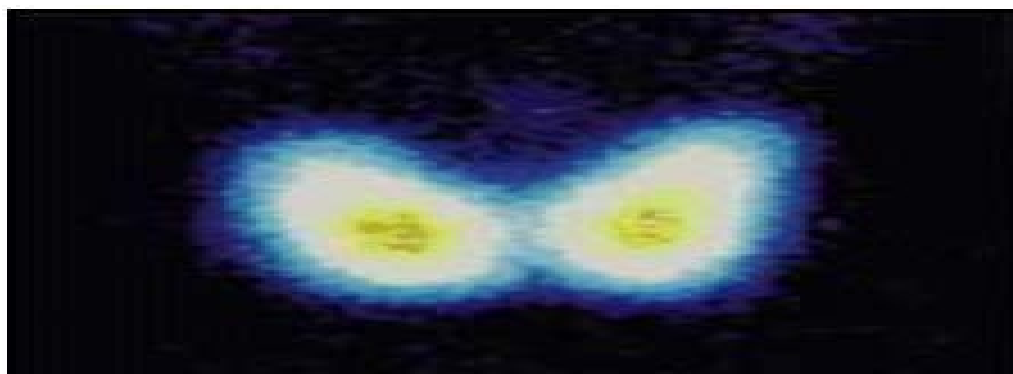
scintigraphie thyroïdienne normale
